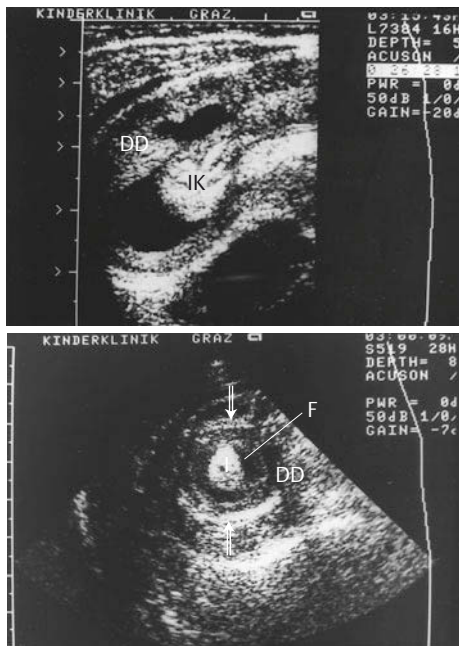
• Abdomensonografie bei ileozökaler Invagination. a) Längsschnitt: Darstellung des Invaginatkopfes (IK) mit flüssigkeitsgefülltem Lumen des Dickdarms (DD); b) Querschnitt: Darstellung der pathologischen Doppelkarder (⇒) mit zentral echoreichem Invaginat, Flüssigkeitssaum (F), zirkuläre Dickdarmwand (DD)
